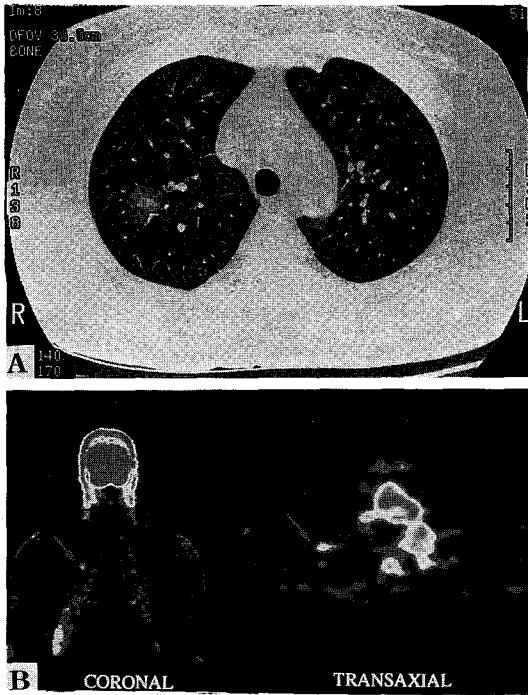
표준섭취계수상 위음성을 나타낸 기관지세포성폐암의 예(A; 흉부전산화단층영상, B; PET 영상, C; 하향분포를 보이는 시간-방사능곡선)
